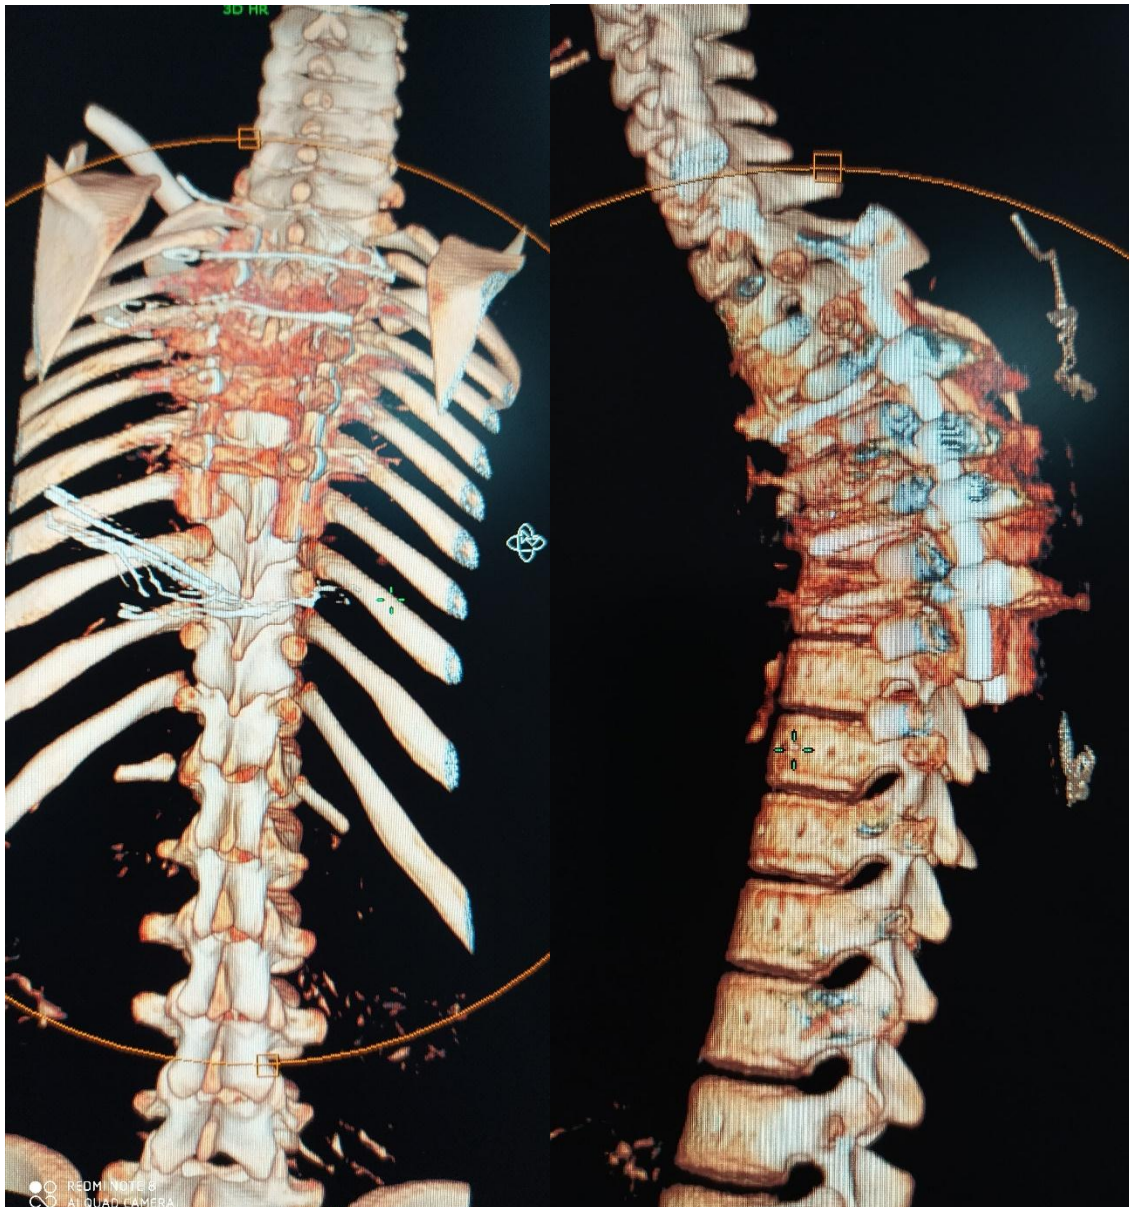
TDM rachidienne de contrôle en reconstruction 3D, de face et de profil, après PVCR de T5.
